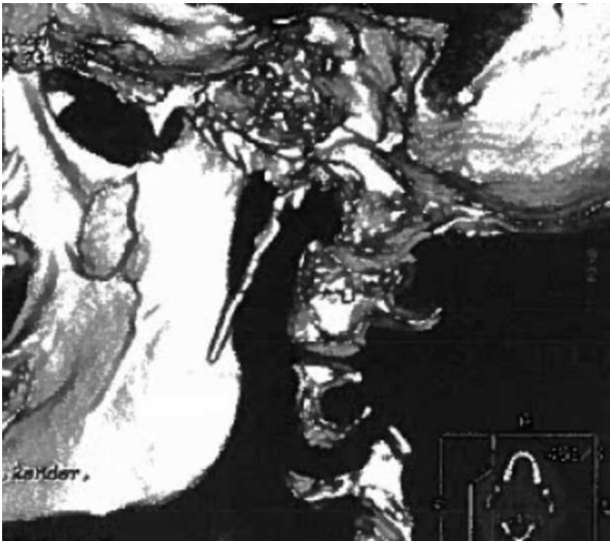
Reconstrucción 3D de una TC con elongación de apófisis estiloides izquierda, con unos 50 mm aproximadamente.
